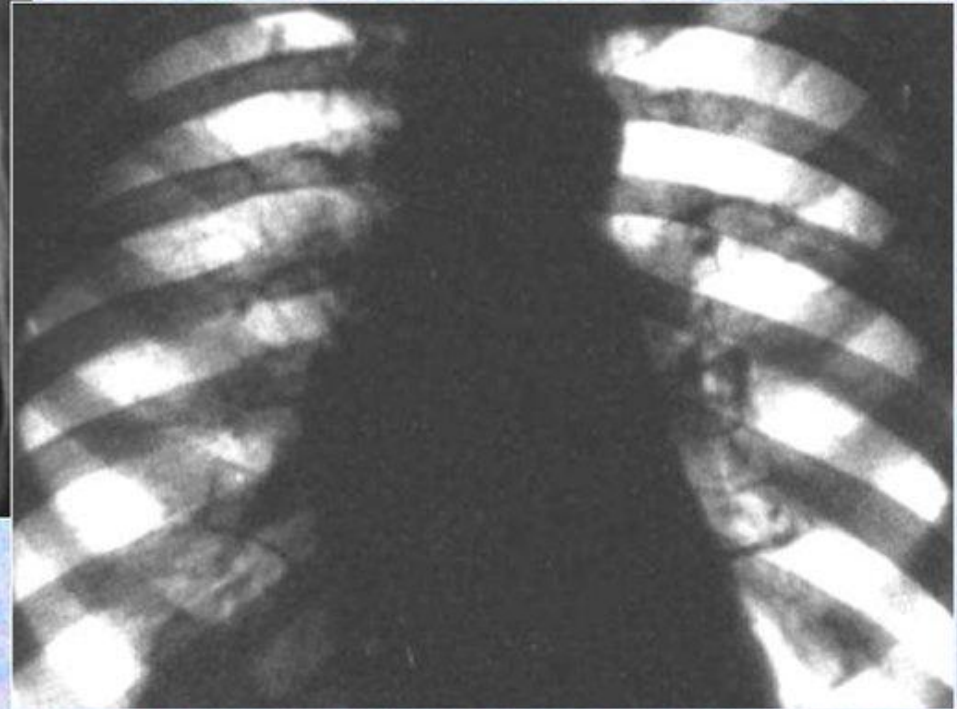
Обзорная рентгенограмма легких.
